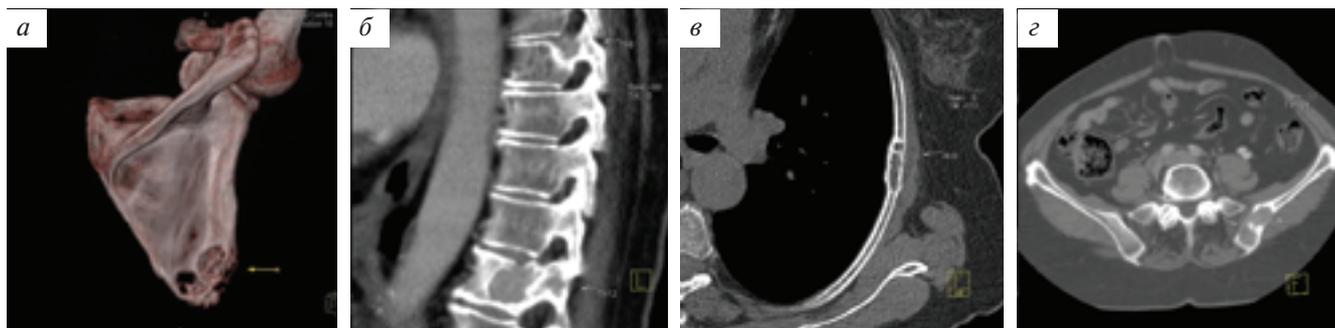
МСКТ брюшной полости. Остеолитические очаги: а — в правой лопатке, б — в VIII и XII грудных позвонках, в — в теле VI ребра слева и г — в теле левой подвздошной кости
